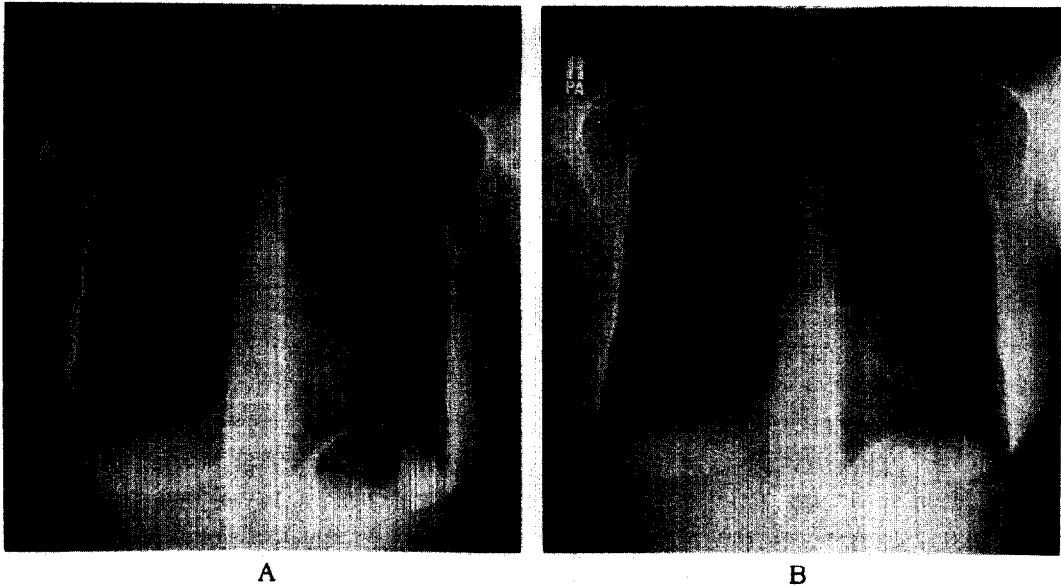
A : Posteroanterior radiograph of the chest shows bilateral hilar enlargement and paratracheal lymphadenopathies at September, 1995.
